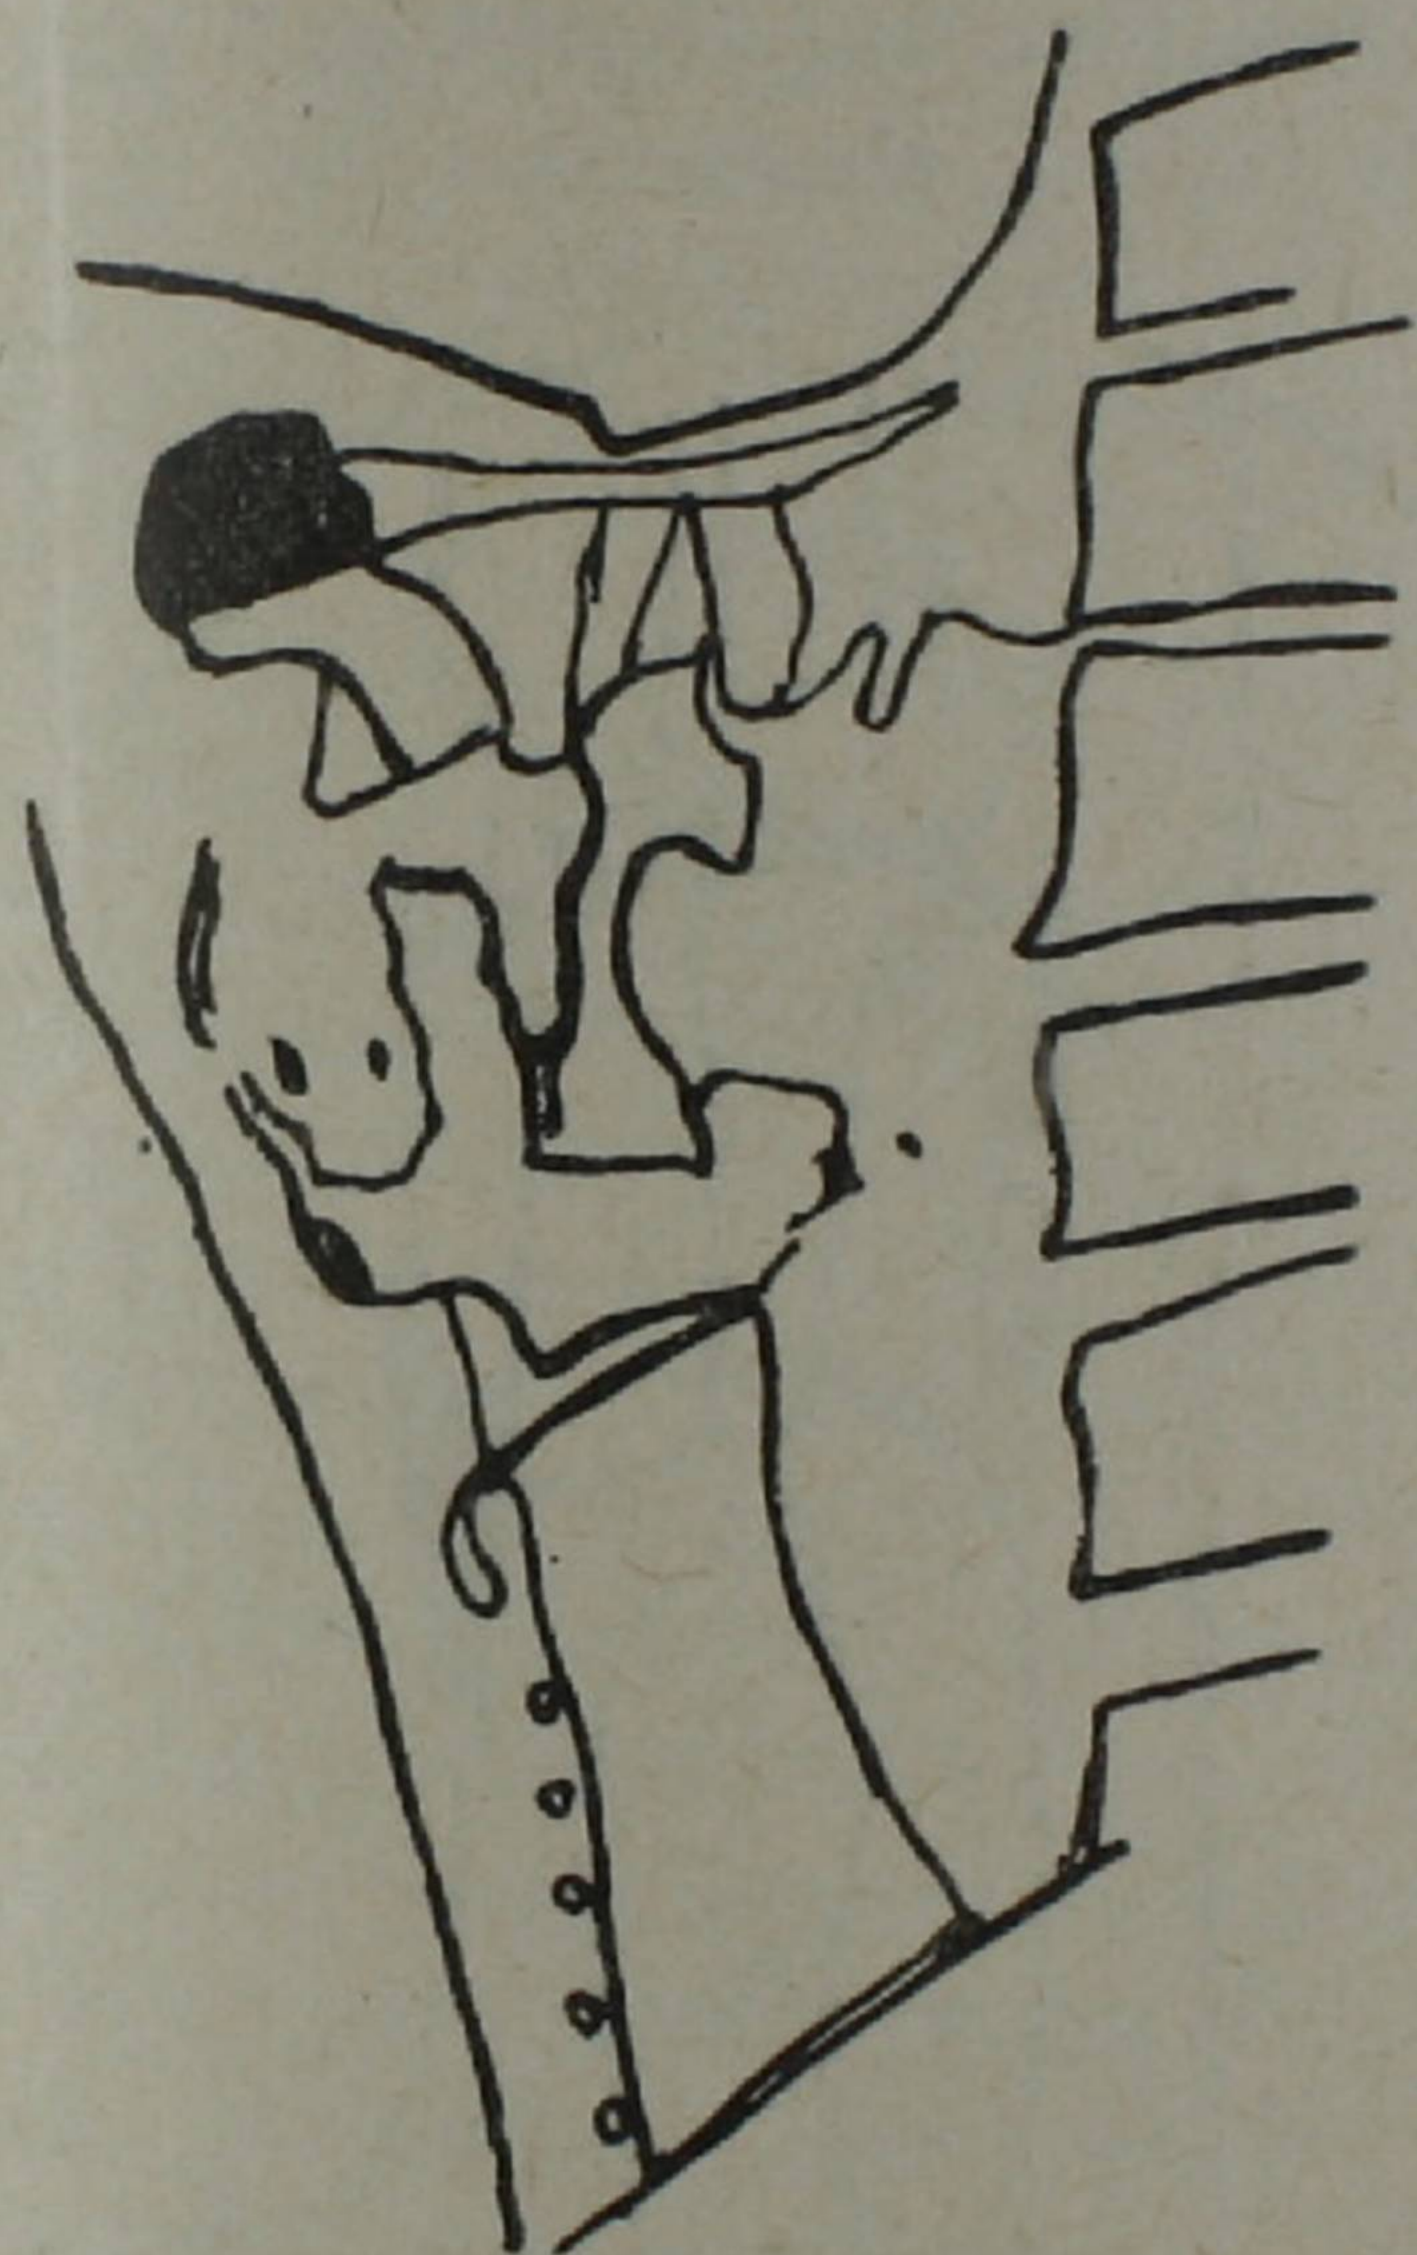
Боковая рентгенограмма гортани. Просвет гортани в области преддверия сужен опухолевыми массами, располагающимися в основном в области черпаловидных хрящей. Рак гортани.
